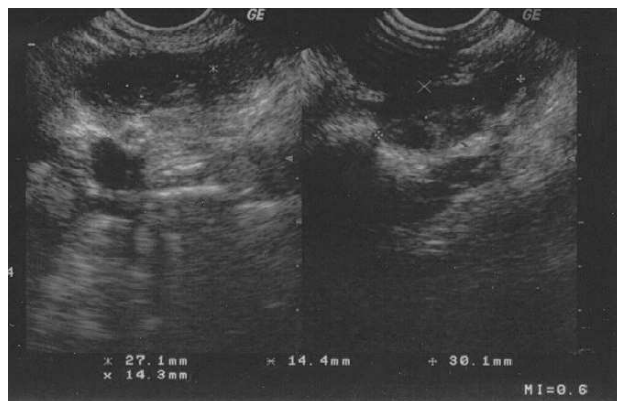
Ecografía transvaginal que no pone de manifiesto lesiones compatibles con endometriosis pelviana.
